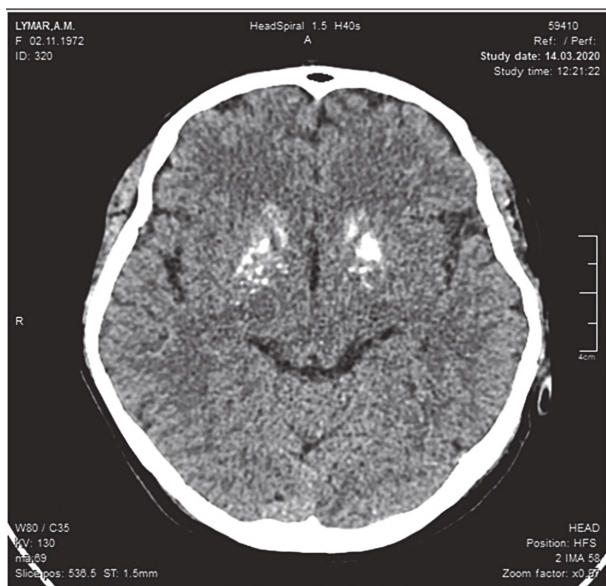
КТ головного мозку, ділянки кальцифікації в базальних ядрах головного мозку.
